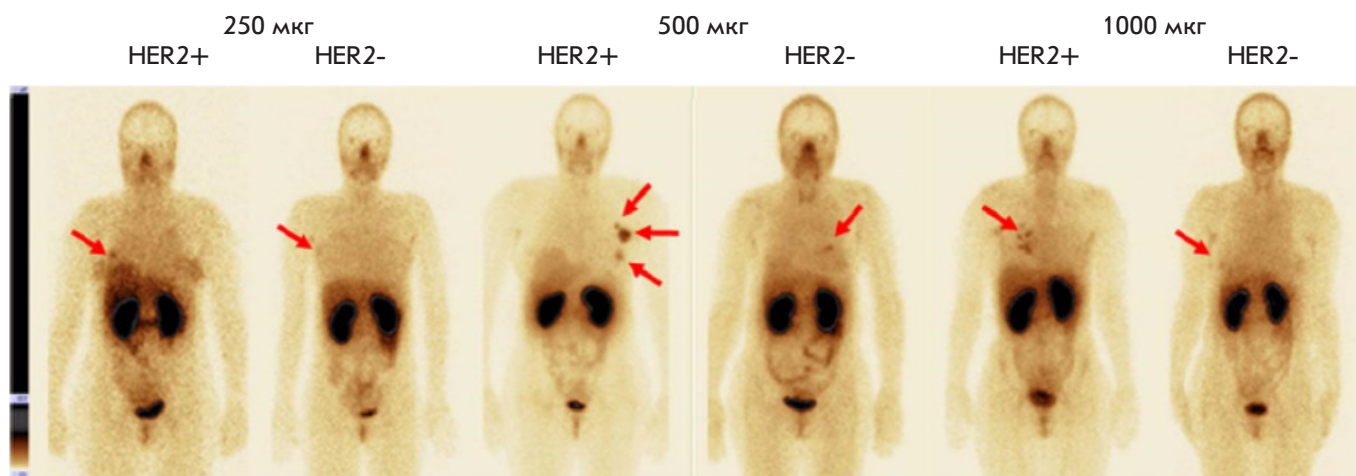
Передняя проекция планарной сцинтиграфии больных раком молочной железы, экспрессирующих и не экспрессирующих HER2/neu (HER2+ и HER2-) через 2 ч после инъекции 250, 500 и 1000 мкг препарата « $^{99m}\text{Tc-ADAPT6}$ » (стрелками указана опухоль молочной железы)
